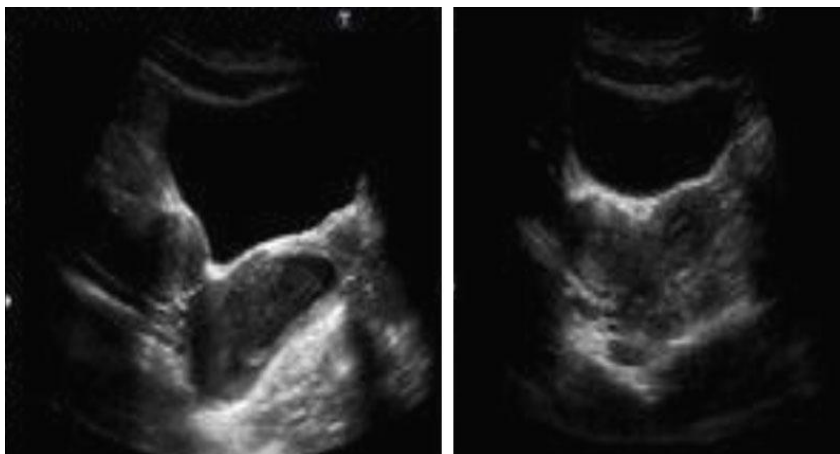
Evaluación ultrasonográfica donde se visualiza la presencia de doble útero.
